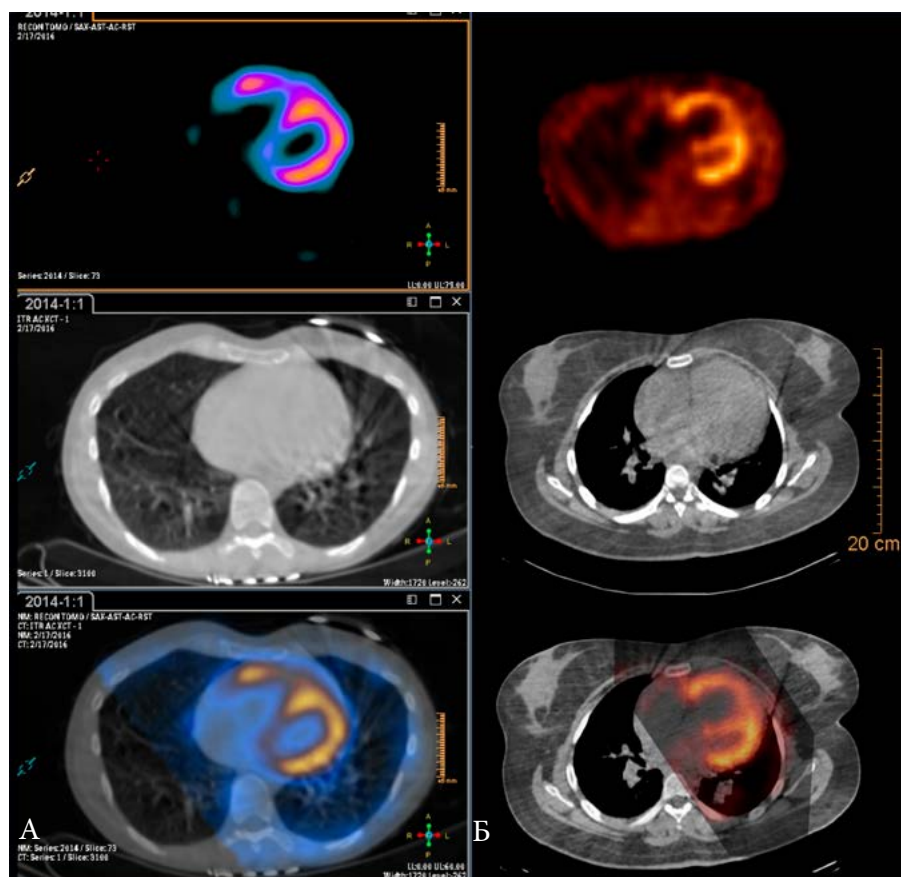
Варианты перфузионной ОЭКТ/КТ у пациентов с ЛГ. А. ИЛГ, СДЛА 65 мм рт. ст. Б. ИЛГ, СДЛА 120 мм рт. ст.
